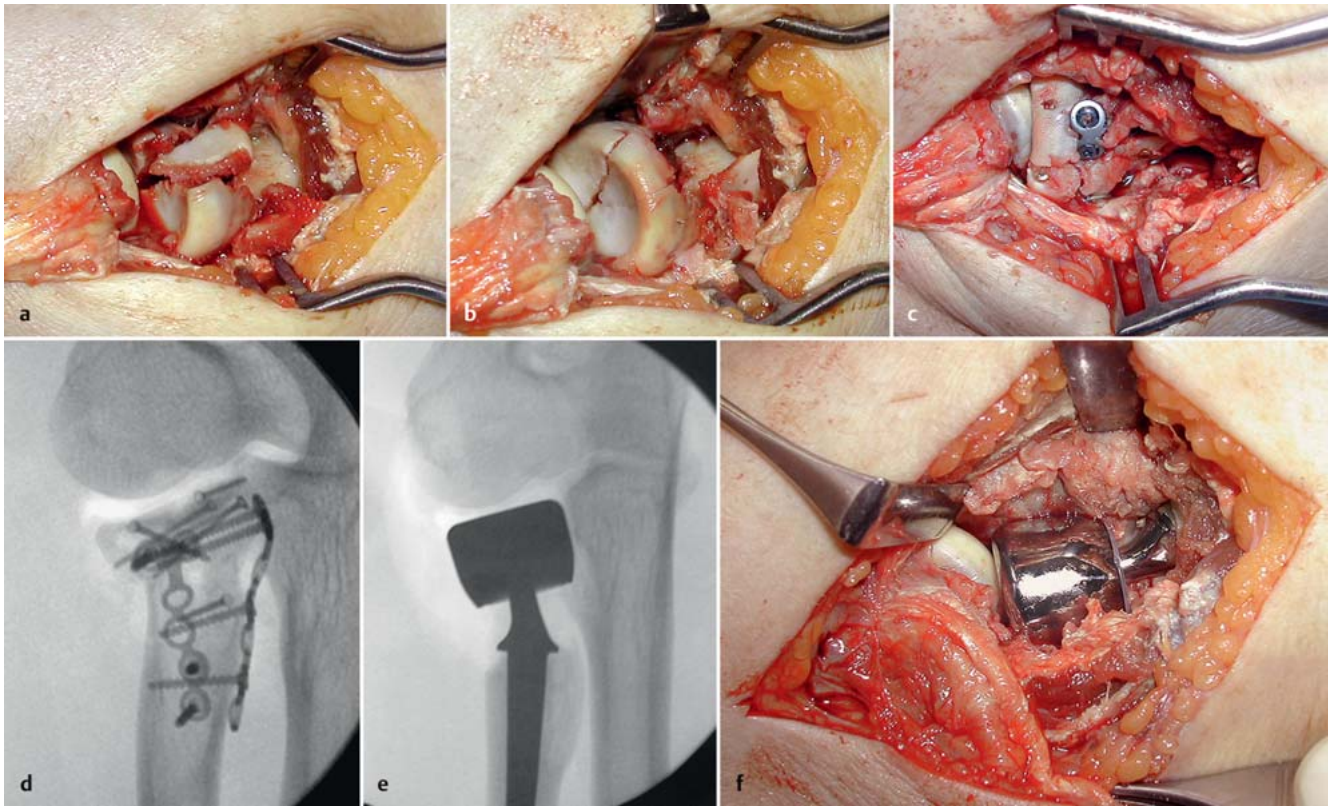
a bis f a Trümmerfraktur des Radiuskopfs und des Radiushalses. b Reposition und Minischraubenosteosynthese des Kopfes. c Die zusätzliche winkelstabile Plattenosteosynthese mit 2 Platten, davon eine außerhalb der „safe zone“ als Ultima Ratio, zerbricht bei der probeweisen Ellenbogenbeugung. d Repositionsverlust intraoperativ in der Durchleuchtung. e Röntgenbild nach Entfernung des Radiuskopfs und Implantation einer bipolaren Radiuskopfprothese (Judet von Tournier [16]). Aus heutiger Sicht etwas „understuffing“. f Intraoperative Lage der Radiuskopfprothese.
